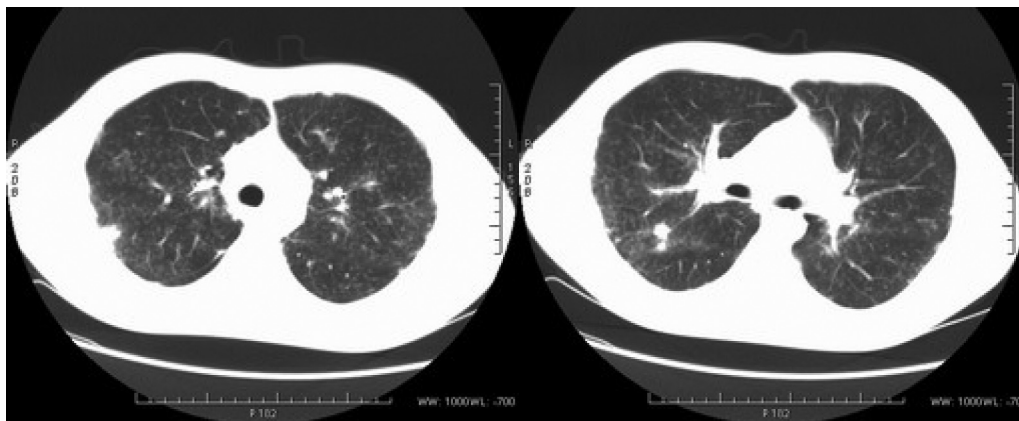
КТ органов грудной клетки от 18.08.2010 г.
